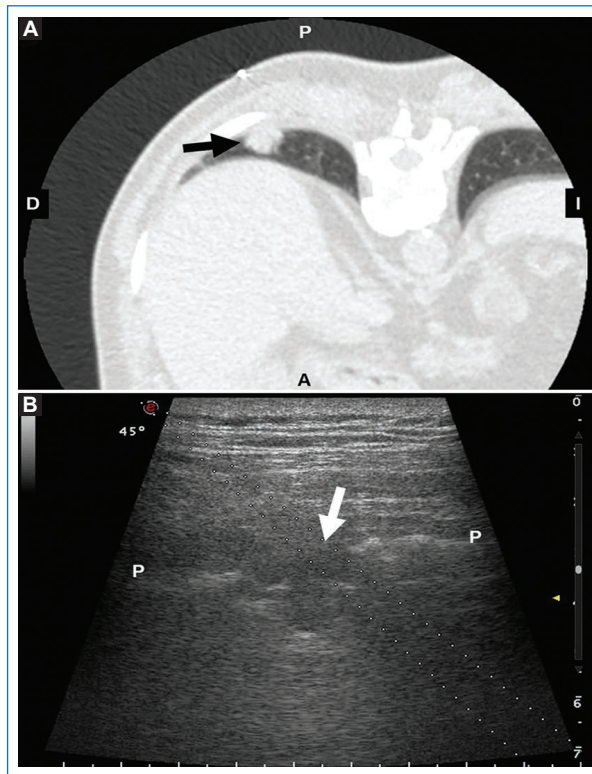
Hombre de 73 años, hipoacúsico, con nódulo pulmonar en estudio. Se programó biopsia percutánea, dada la movilidad de la región y la hipoacúsia del paciente, con ecografía en sala de TC. A: TC para guía de biopsia: nódulo pulmonar con contacto pleural (flecha) en base pulmonar derecha, nótese marcador cutáneo auxiliar para referencia adicional. B: ecografía como guía principal para biopsia de nódulo pequeño (flecha) móvil. Línea ecogénica pleural (P).
